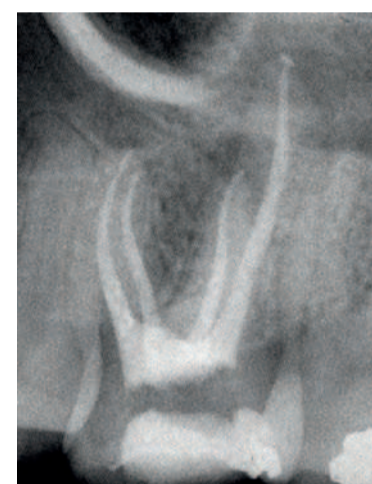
Radiografia post-operatoria del primo molare superiore di sinistra. I canali sono stati sagomati con due soli ProTaper Next, X1 e X2.
